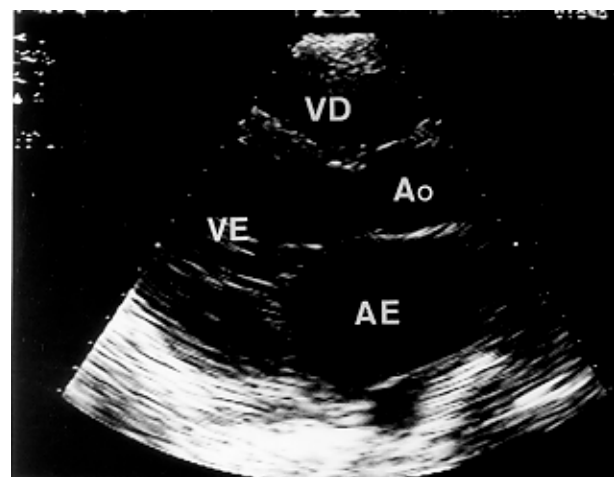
Ecocardiograma transtorácico em corte longitudinal paraesternal esquerdo após a plicatura cirúrgica do aneurisma.
